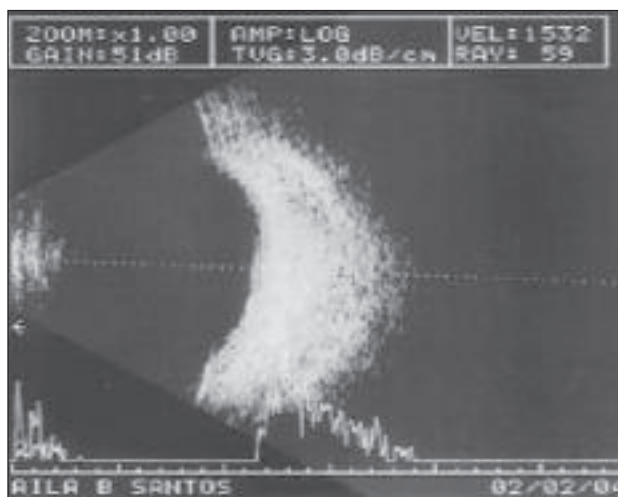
Ultra-sonografia ocular 3 meses após, já com reabsorção da lesão hemorrágica, apresentando apenas espessamento da parede ocular
